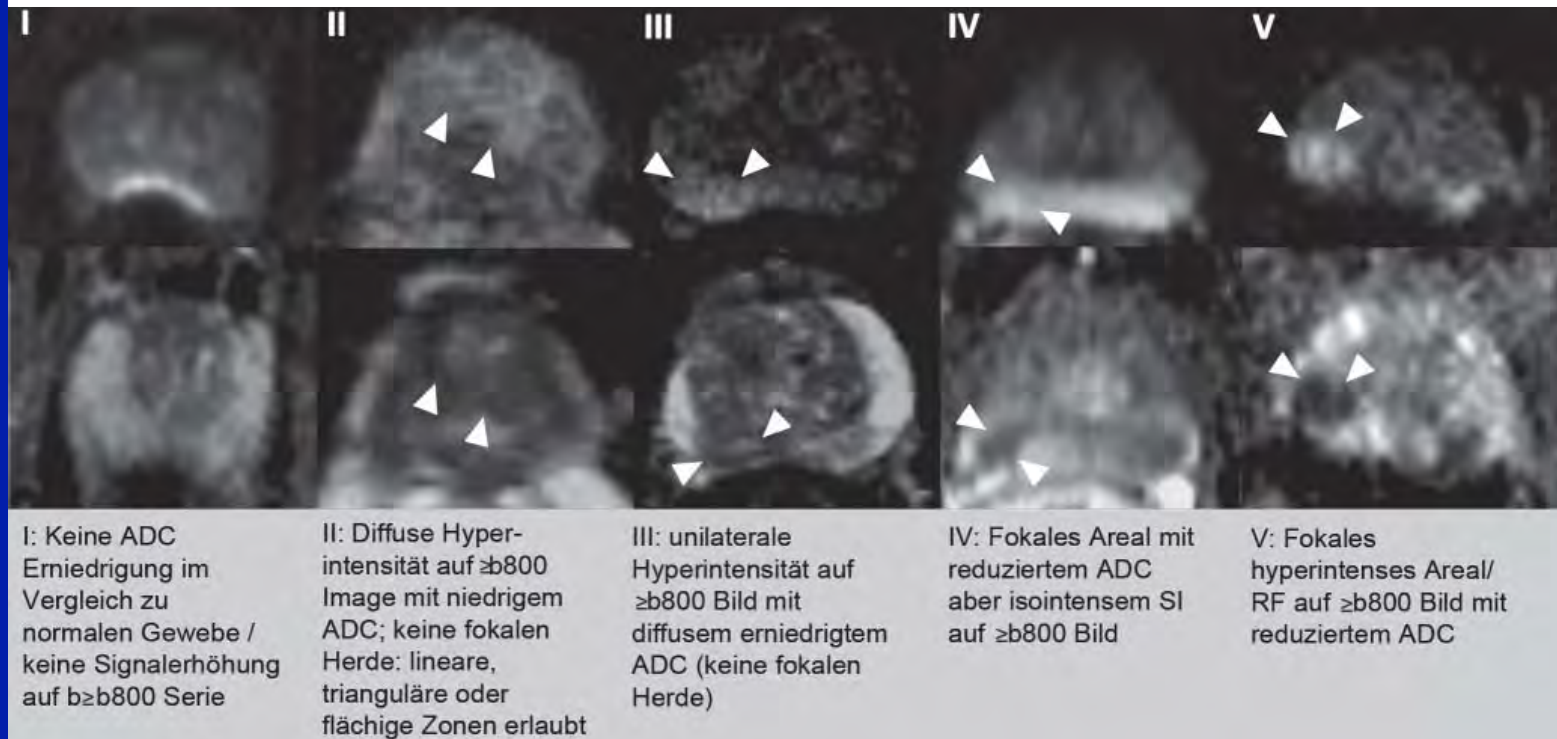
PI-RADS Klassifikation für DWI (ADC und hohe b-Werte).
